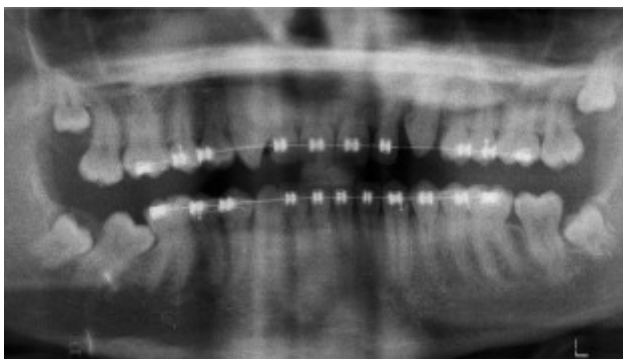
Ortopantomografía posterior al comienzo del tratamiento ortodóncico.
